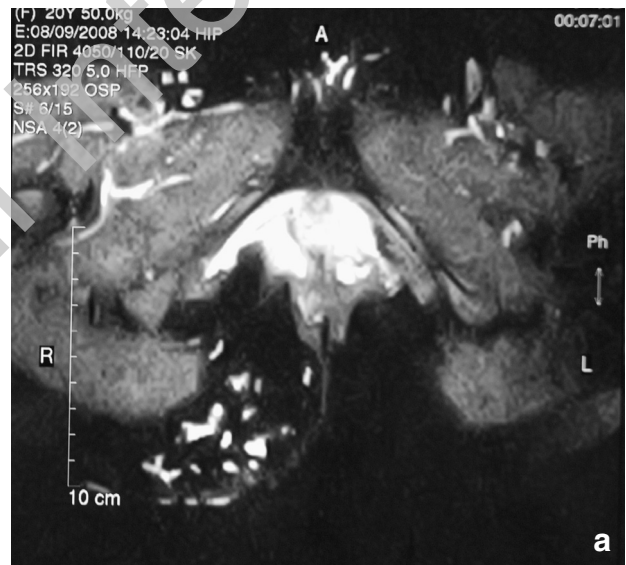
RM regione glutea destra. Immagini pre (2A) e post (2B) trattamento sclerosante.
